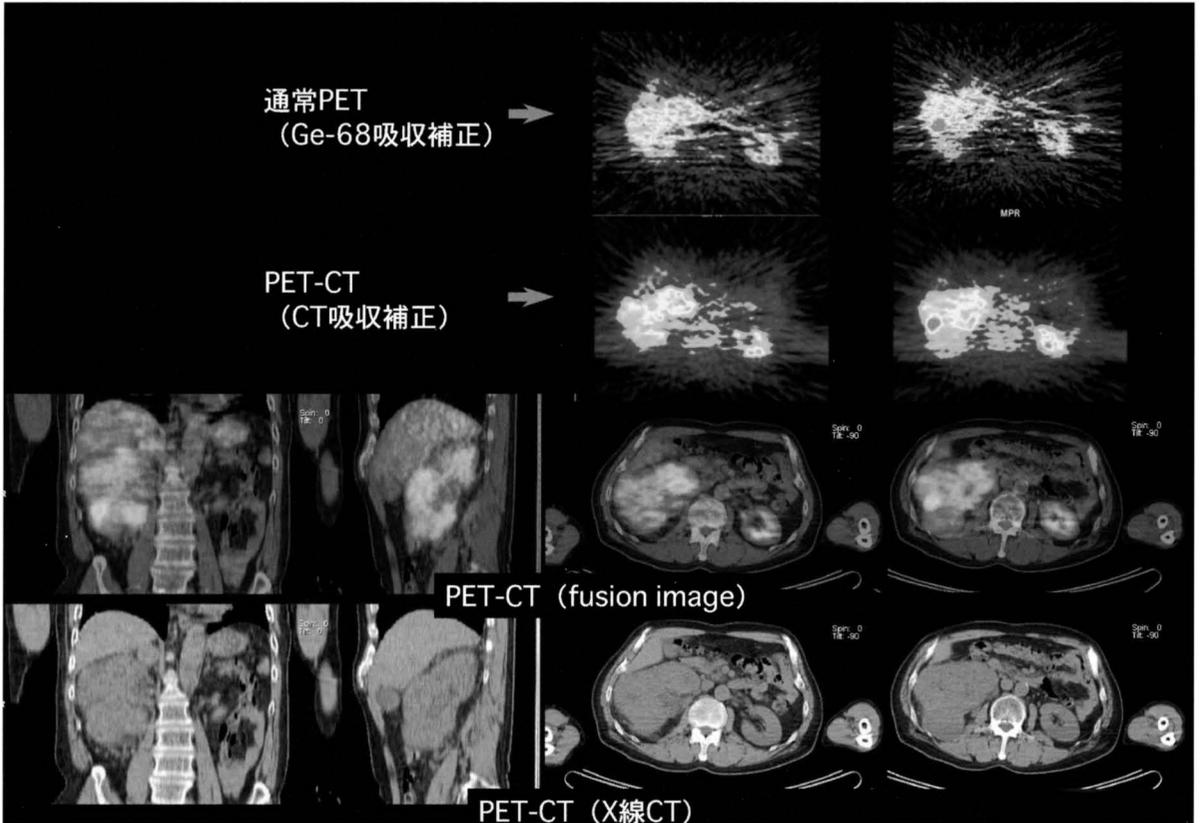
Ge-68吸収補正とX線吸収補正による画像の比較。
